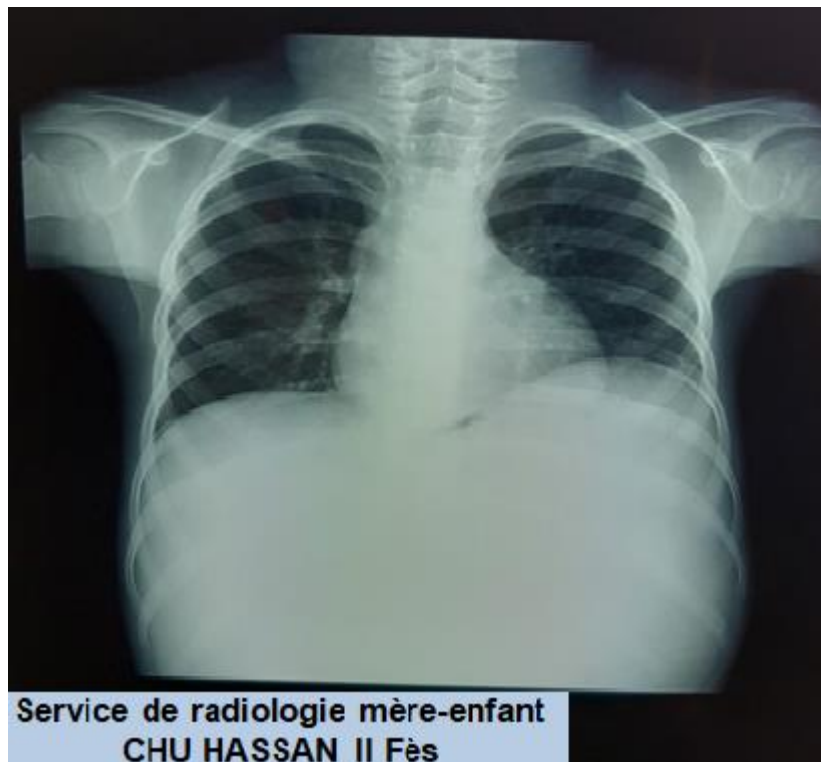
Radiographie de thorax sans anomalies.
